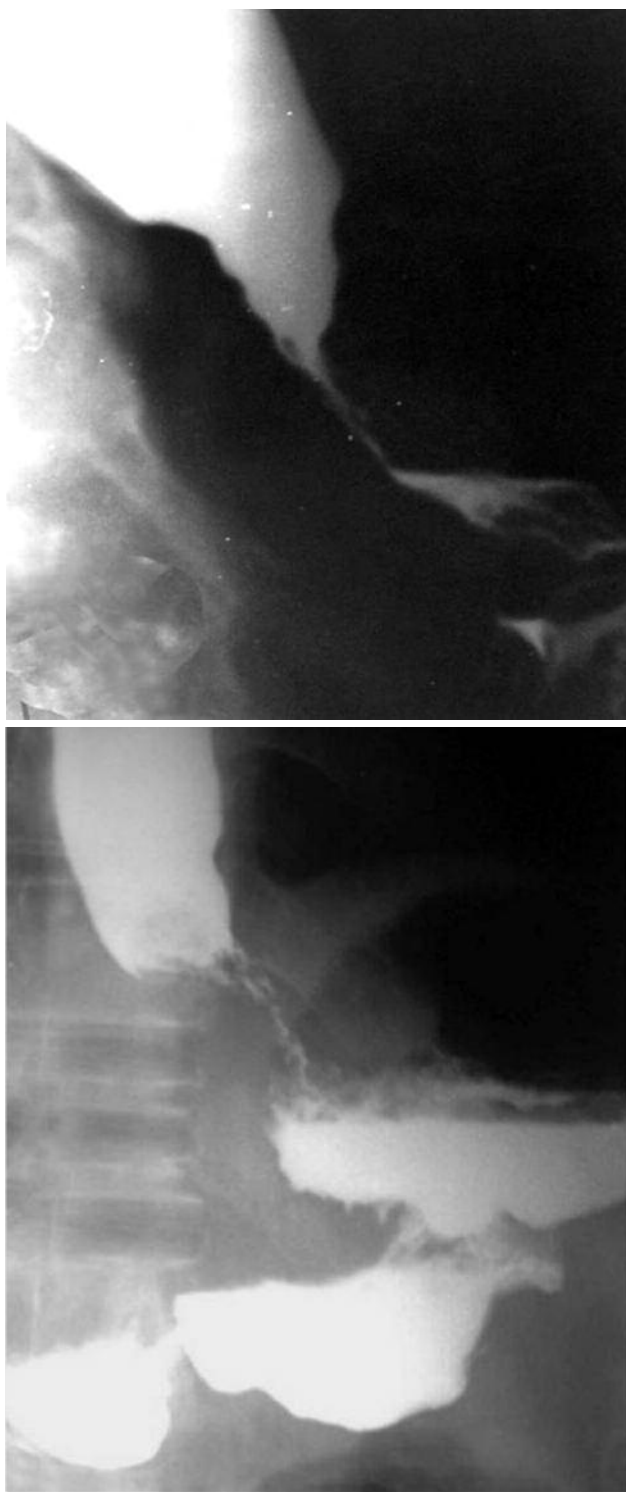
Кардиоэзофагеальный рак (асимметричность сужения, неровность контуров, ригидность стенки) (radiographia.ru/node/5617)
